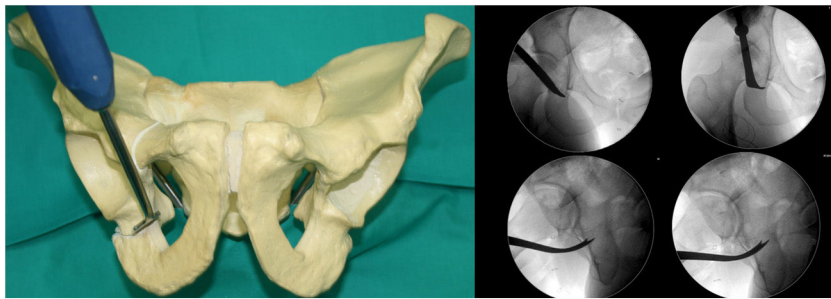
Segunda osteotomía; fosa infracetabular, 1 cm ventral a la corteza de isquion posterior. Supervisado por radiografías antero-posterior y Lequesne.
